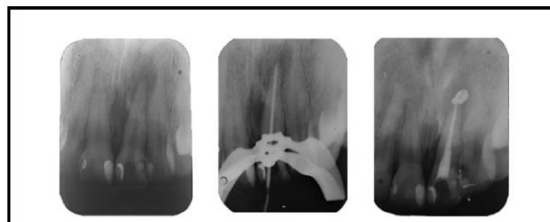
Radiografia inicial 28/02/2019, prova do cone e radiografia final 21/03/2019, onde observa-se extravasamento do cimento obturador não intencional
